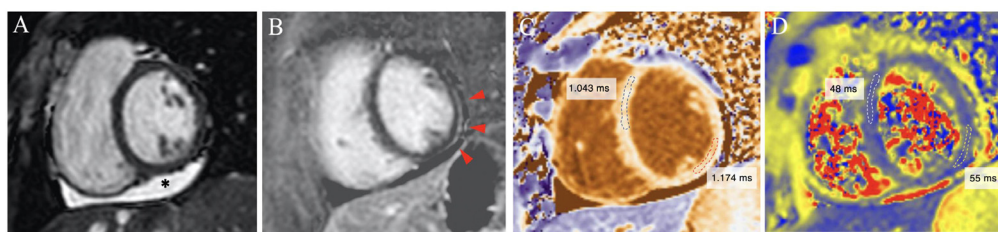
Composición de las imágenes de resonancia magnética cardiaca de un participante con afección pericárdica y miocárdica. Las principales observaciones consisten en un derrame pericárdico en la pared inferior (*), un sutil realce tardío de gadolinio subepicárdico (flechas rojas) y un aumento del tiempo de relajación nativo en T₁ en el segmento inferolateral, con un aumento no significativo del tiempo de relajación T₂ en ese segmento. Todas las imágenes corresponden a proyecciones de eje corto a nivel de los músculos papilares. Imagen A: imagen de cine telediastólica (Steady State Free Precession [SSFP]). Imagen B: realce tardío de gadolinio con inversión-recuperación sensible a la fase. Imagen C: mapeo nativo en T₁ (Modified Look-Locker Imaging [MOLLI]). Imagen D: mapeo en T₂ (Gradient and Spin-Echo [GraSE]).
